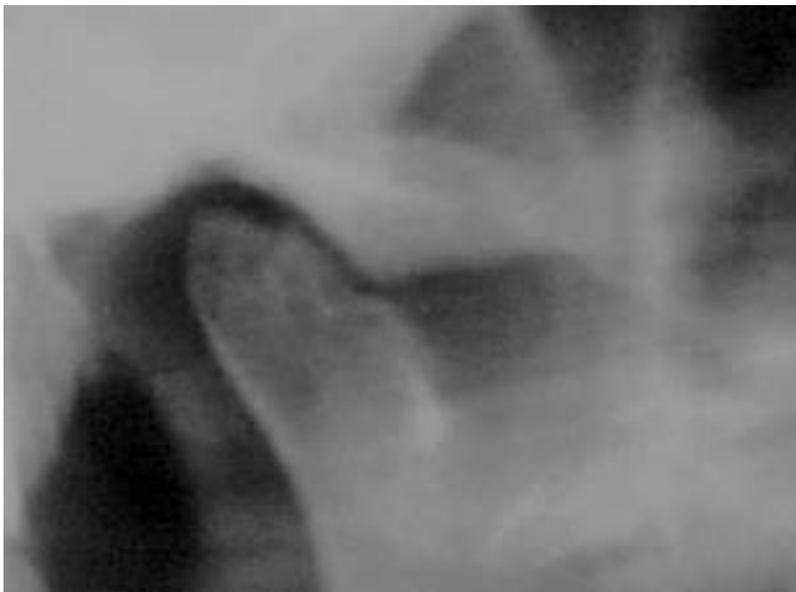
Ortopantomografía donde se aprecian cambios degenerativos en el cóndilo (38).
